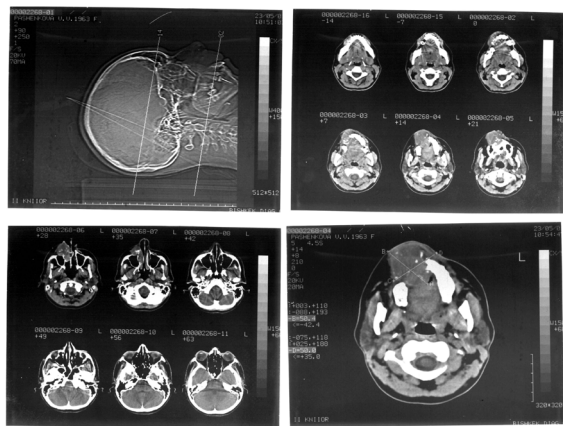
Б-ая П-ова, (И.б. № 12881/1086), 38 лет, с ангиосаркомой в челюсти справа. На серии КТ видны дефекты альвеолярного отростка, твердого неба и нижнего отдела в/челюстной пазухи, имеющие передне-боковую локализацию
